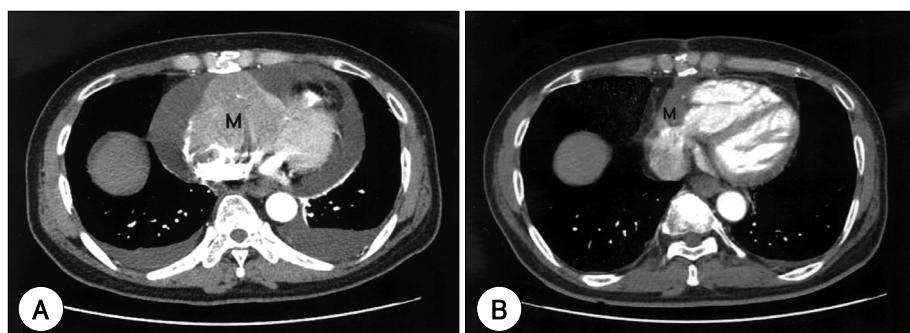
A: chest CT showed a huge mass (M) arising from right ventricle invading right atrium and epicardium. B: chest CT showed marked decrease in size of the intracardiac tumor.
